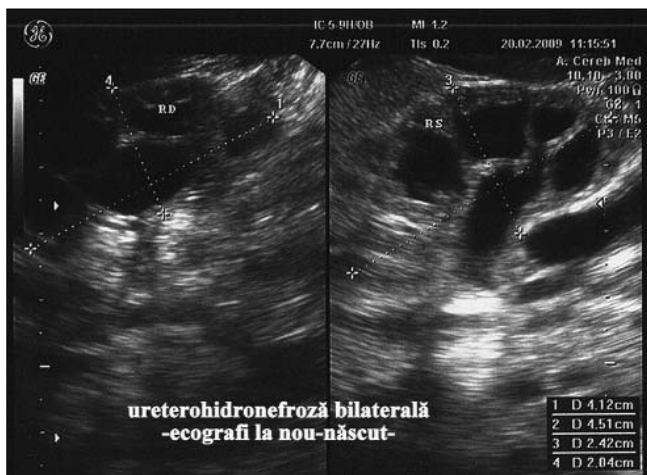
Ureterohidronefroză, aspect ecografic la un nou-născut cu VUP
